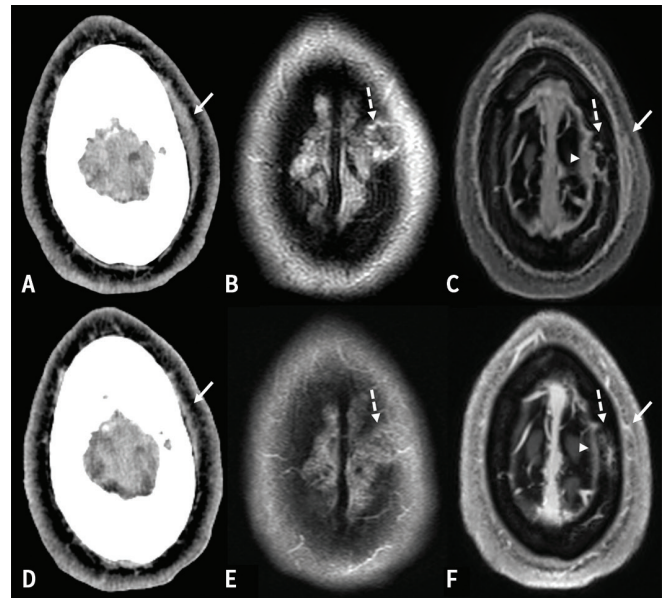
Changements aux tissus mous et à la moelle osseuse d'un patient de 25 ans atteint d'ostéomyélite syphilitique. (A) Tomodensitogramme axial initial et (C) cliché d'IRM rehaussé par contraste en pondération T_1 avec saturation des graisses montrant un œdème des tissus mous au-dessus de la lésion osseuse de l'os pariétal (flèche). La TDM effectuée 2 semaines après le début du traitement montre une amélioration (D), et le cliché d'IRM avec injection de produit de contraste en pondération T_1 obtenu environ 10 semaines après le début du traitement (F) montre une résolution (flèches pleines). (C, F) L'épaississement dural sous-jacent montre aussi une nette amélioration (têtes de flèches). L'évolution de l'œdème et du rehaussement médullaire (flèches pointillées) correspondant à la lésion osseuse vue en TDM est visible sur (B, E) les images axiales FLAIR (fluid-attenuated inversion recovery) et (C, F) des clichés d'IRM rehaussés par contraste effectués initialement et 10 semaines après le début du traitement, respectivement.
